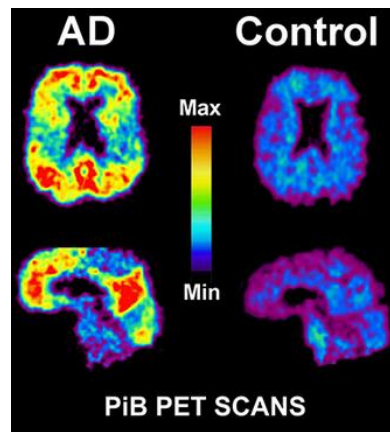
Comparaison du cerveau d'un patient sain (à droite) par rapport à un patient atteint d'Alzheimer (à gauche) grâce à un PET scan. [48]
